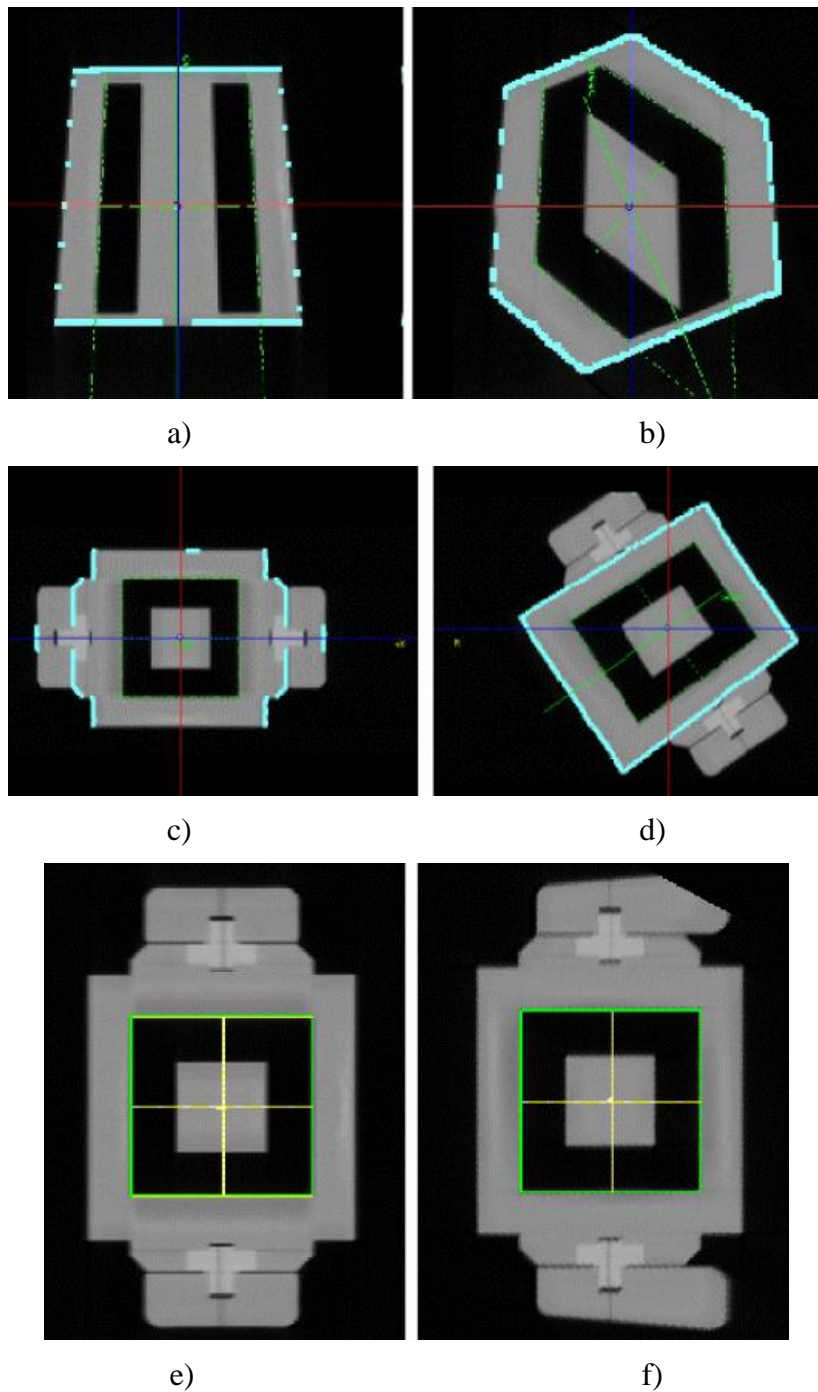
Représentation graphique d'un champ 10x10 (vert) sur des reconstructions CT passant par l'isocentre pour des plans sagittaux (a et b), coronaux (c et d), et obliques perpendiculaires à l'axe du faisceau (e et f). La première colonne (a,c, et e) correspond à un angle de bras de 0 degré et une rotation de table de 90 degrés. La deuxième colonne (b,e, et f) correspond à un angle de bras de 37 degrés et une rotation de table de 34 degrés.
